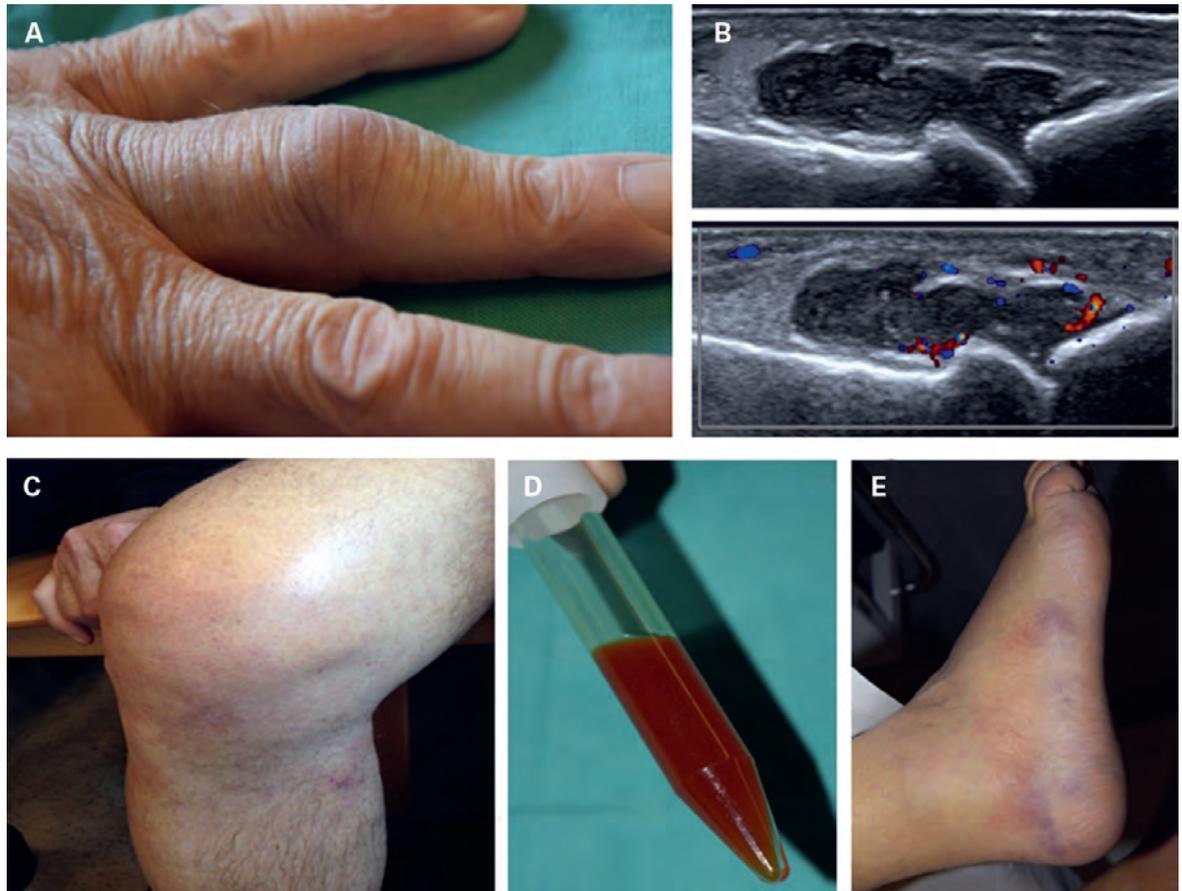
Patient avec de multiples effets indésirables immuno-médiés (IRAE) simultanés: gonflement de l'articulation interphalangienne (A) avec signaux Doppler correspondants à l'échographie (B), épanchement de l'articulation du genou (C) avec liquide synovial aspiré hémorragique (D), panniculite du membre inférieur (E) et hépatite (non représentée).
